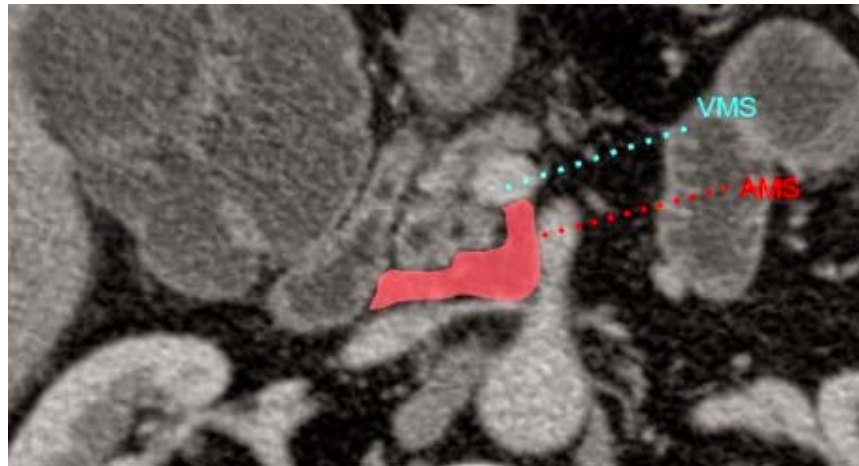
Coupe tomographique illustrant la lame rétro-porte et ses rapports vasculaires (76)
